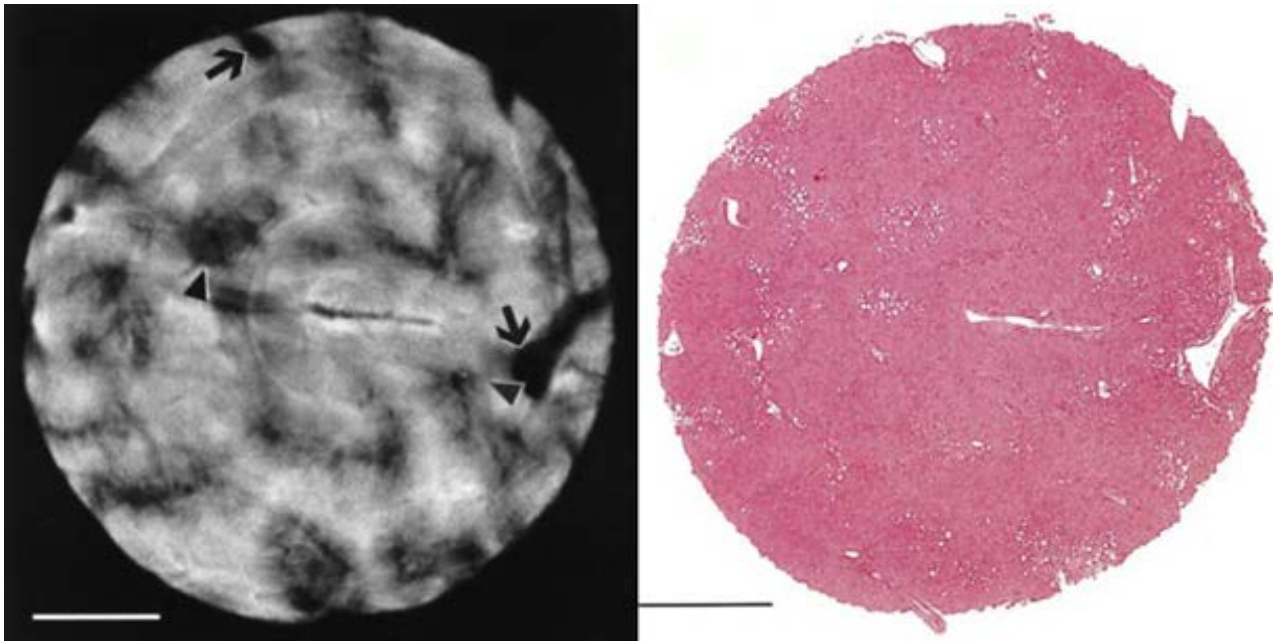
Фазо-контрастная КТ-томография тканей здоровой печени: здоровым клеткам (светлые области) соответствует высокий показатель преломления, в то время как низкий показатель преломления соответствует скоплениям сосудов (стрелки)
